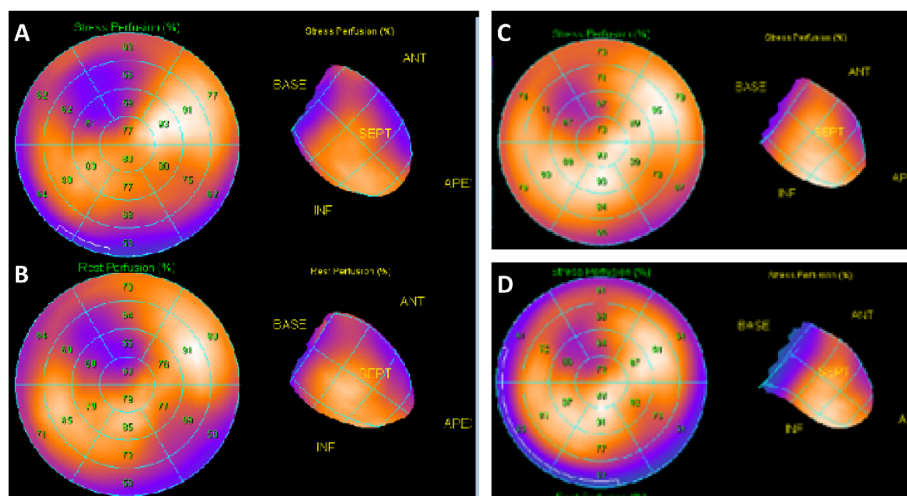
Exercise thallium-201 myocardial scintigraphy shows perfusion defect in the anteroseptal wall during exercise (A). It persists after taking a rest (B). Resting thallium-201 scintigraphy (C) and 123I-BMIPP (D) scintigraphy also demonstrate perfusion defect in the anteroseptal wall.
